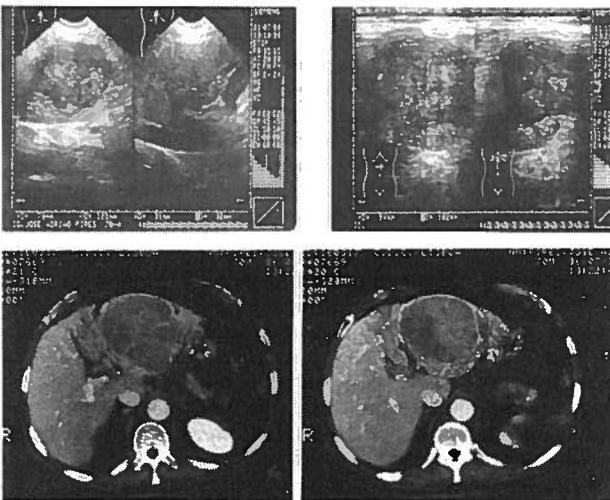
a) Ecografia hepática
